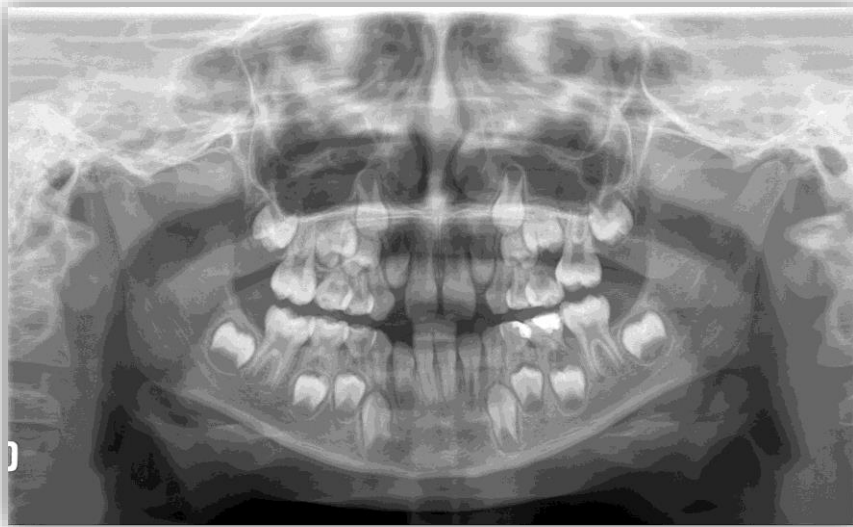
Radiografía panorámica en la que se observan las principales zonas.
